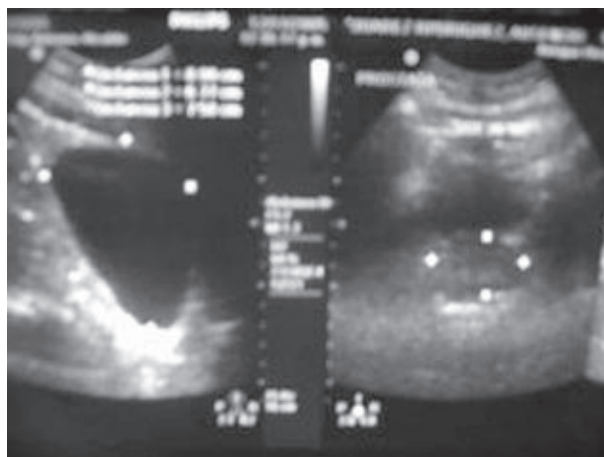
Ultrasonido prostático-vesical con volumen premiccional de 241cc, postmiccional de 14 cc, próstata de 25 cc.
